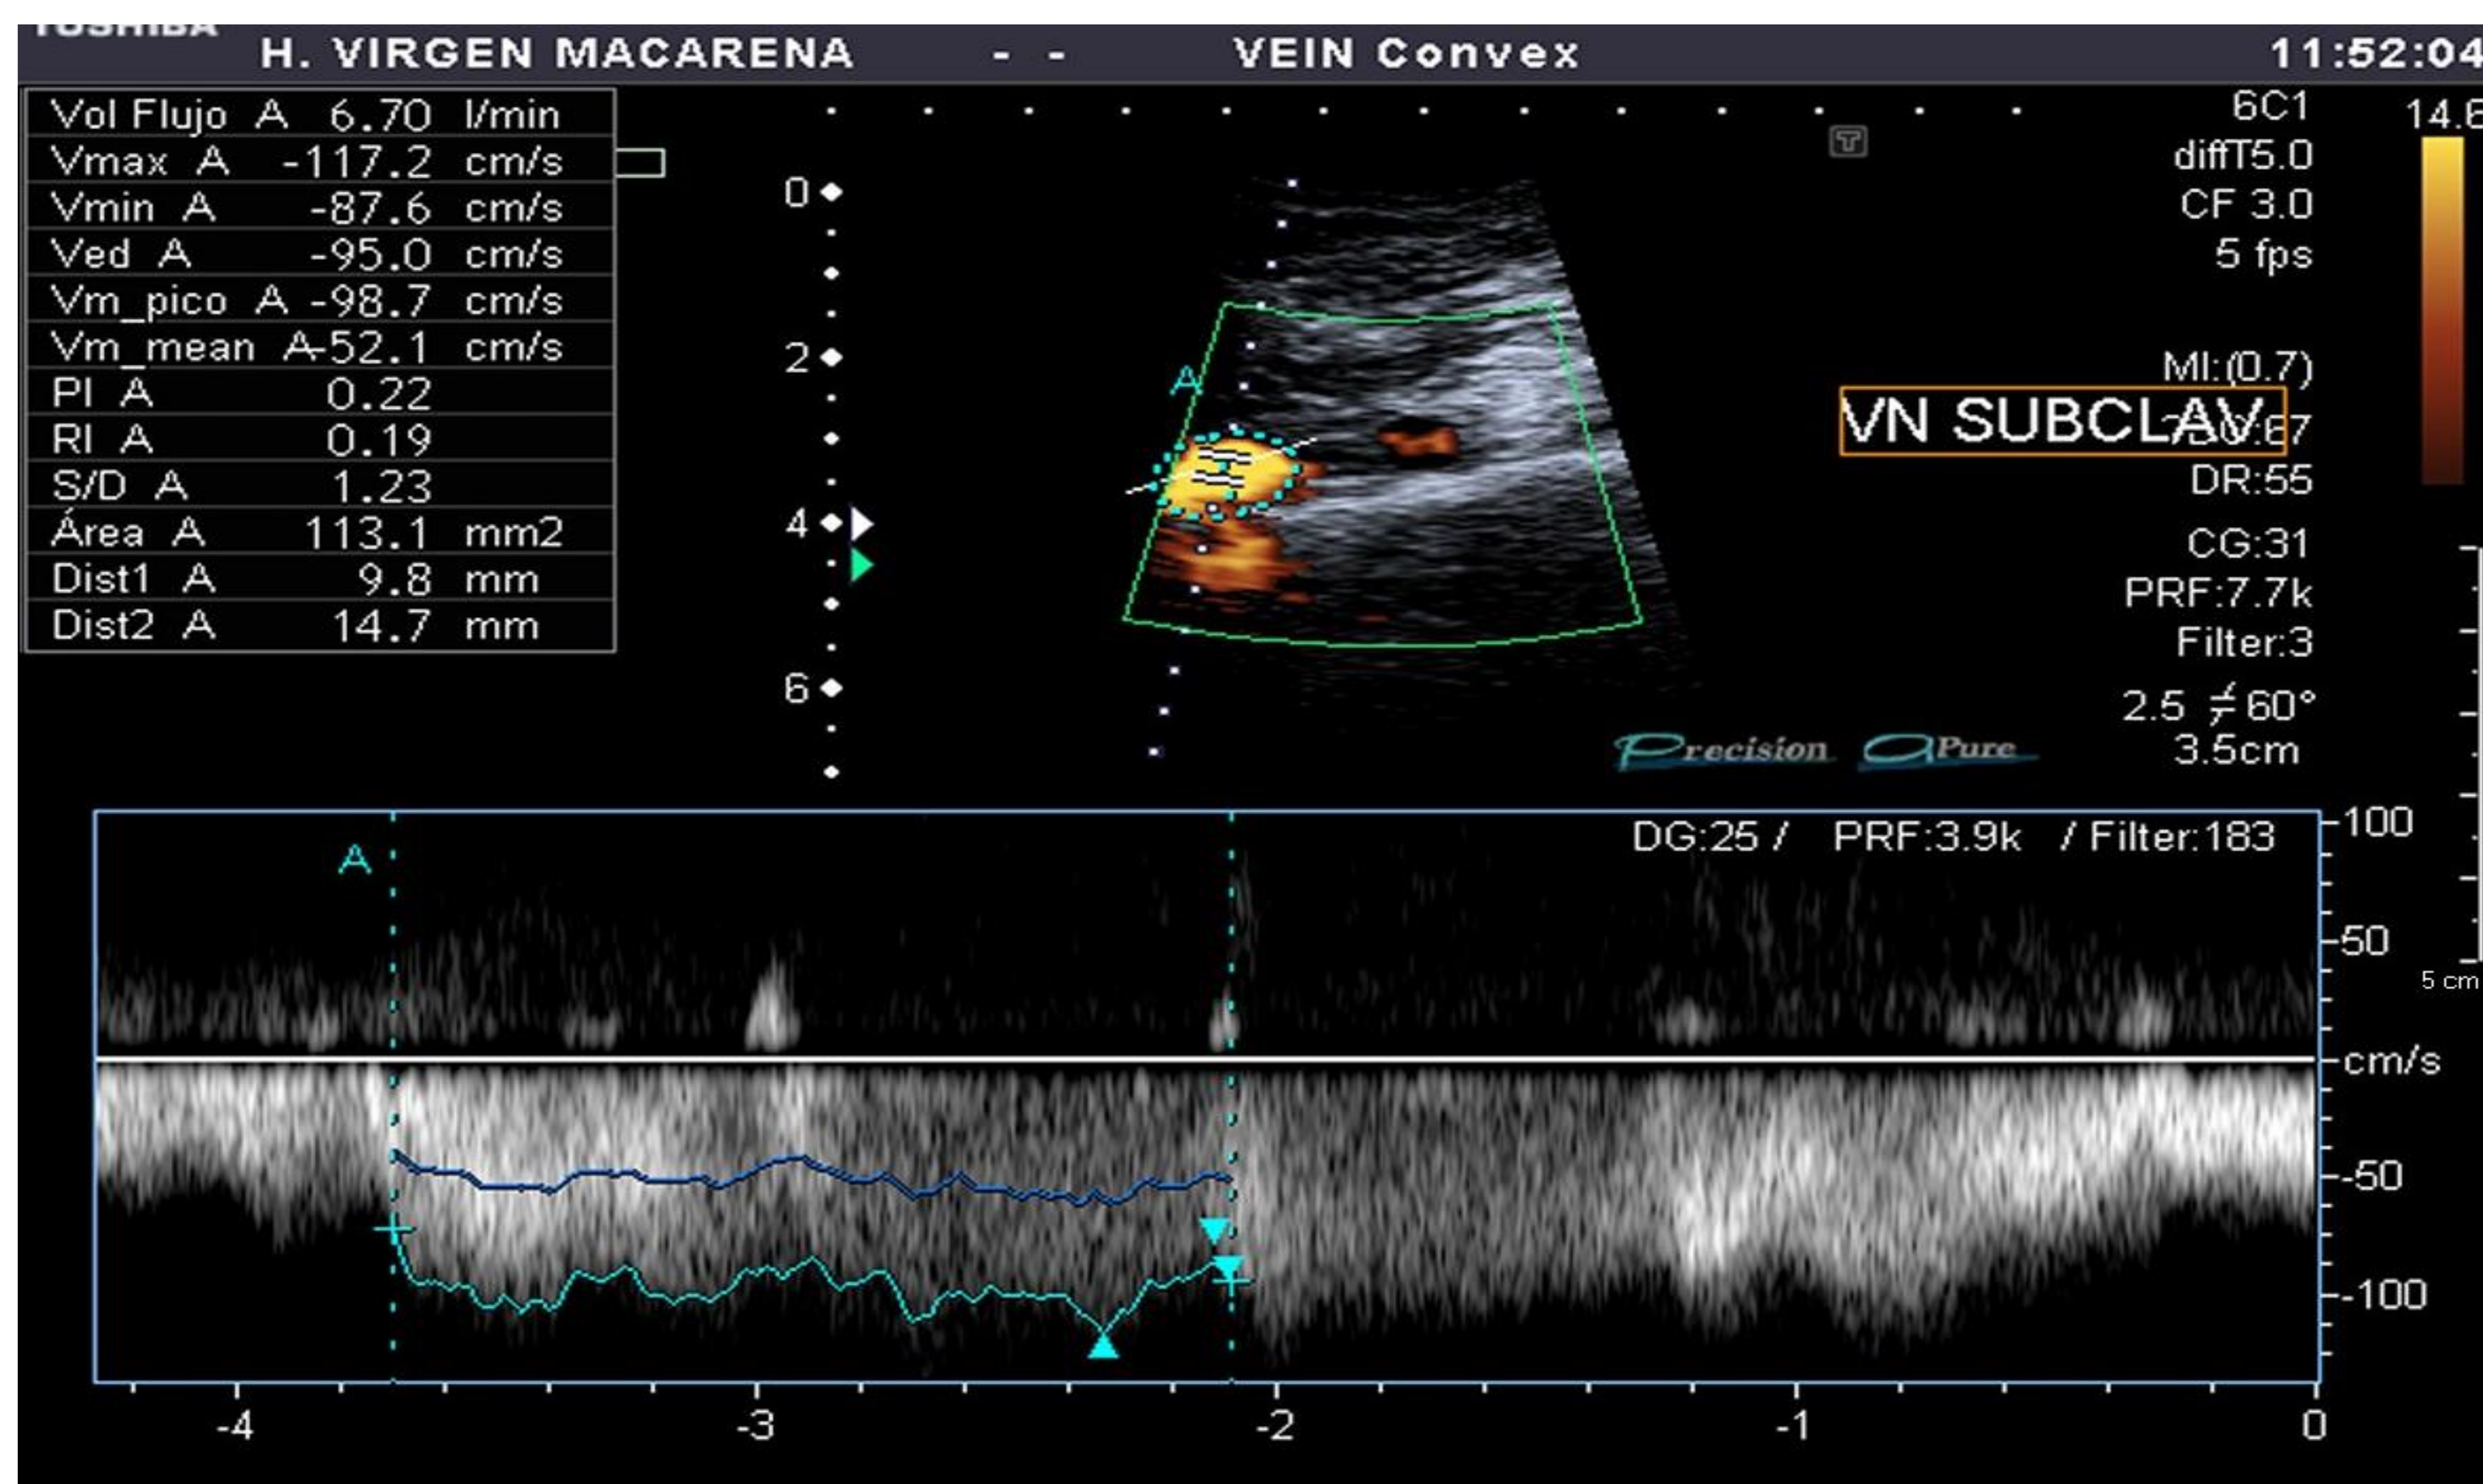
Imagen ecografía en modo Power Doppler y espectral. Se visualiza flujo venoso en la vena subclavia (670 mL/min).
